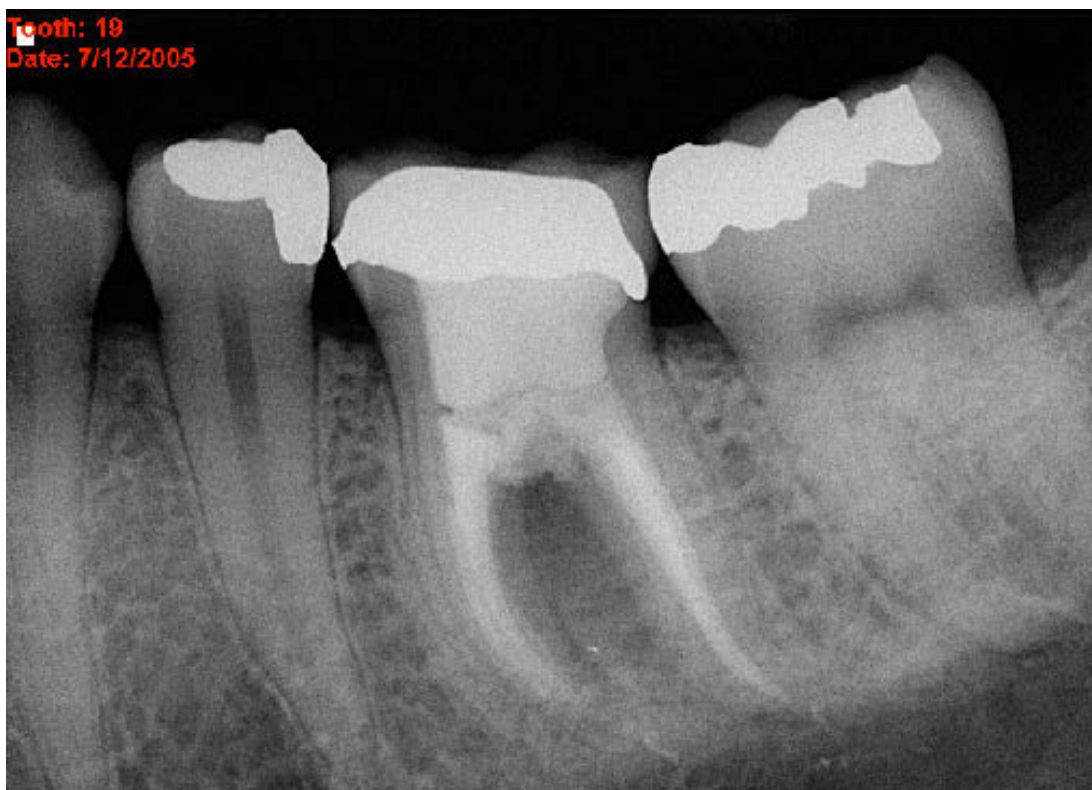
Die Recall-Röntgenaufnahme vom 12.07.2005 zeigt eine interradikuläre Transluzenz. Aufgrund der entstandenen Fistel und Beschwerden wurde der Zahn anschließend extrahiert.
